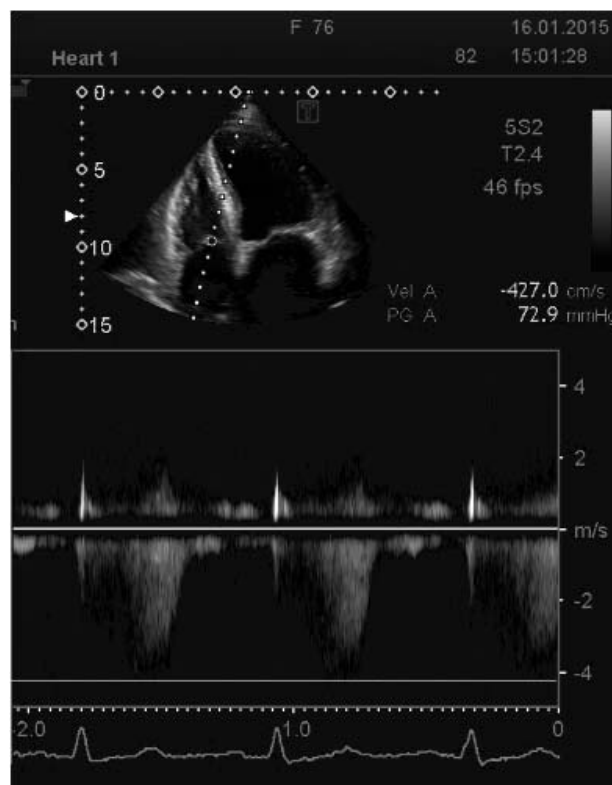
Признаки лёгочной гипертензии по данным доплерэхокардиографии
